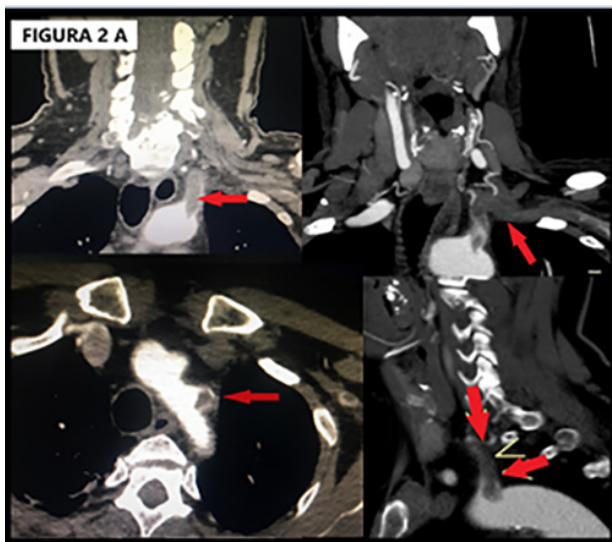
A. Angiotomografía de vasos de cuello y cayado aórtico: trombosis completa arterial subclavia izquierda desde su origen, con parte del trombo intraaórtico. B. Angiotomografía de control a los 3 años: recanalización parcial de la trombosis subclavia, con desaparición total del trombo intraaórtico en el ostium subclavio.
